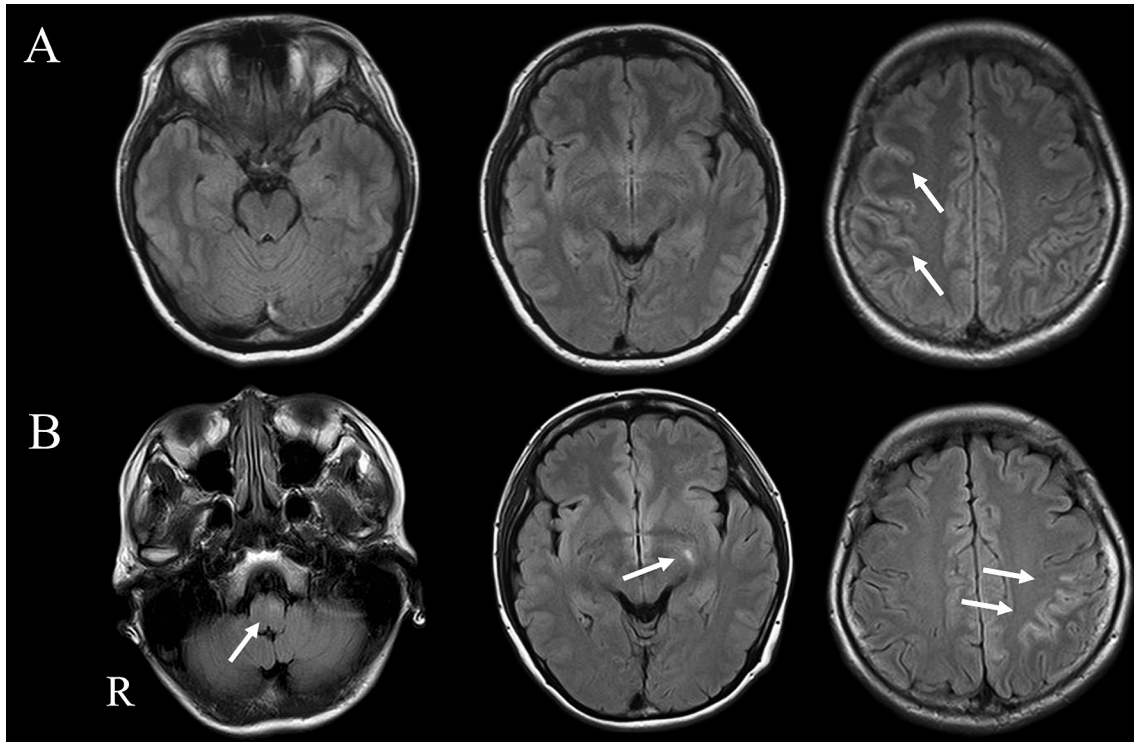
Brain MRI findings obtained during episodes of NMDA receptor encephalitis.
